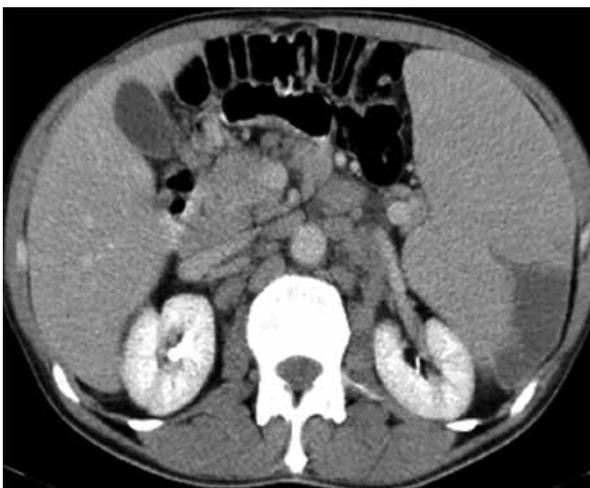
Инфаркт селезенки на КТ-изображении с внутривенным контрастированием
